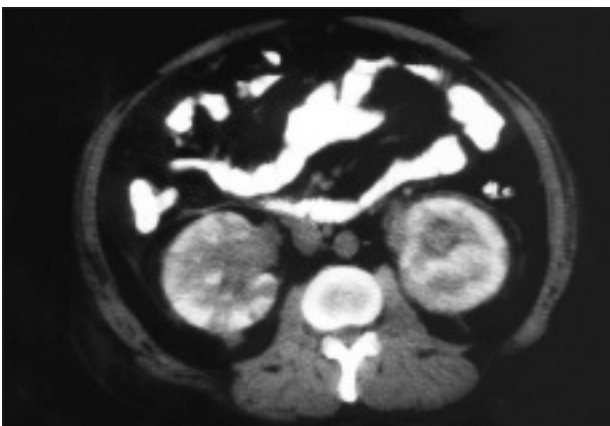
Tomografía con imágenes nodulares renales.
